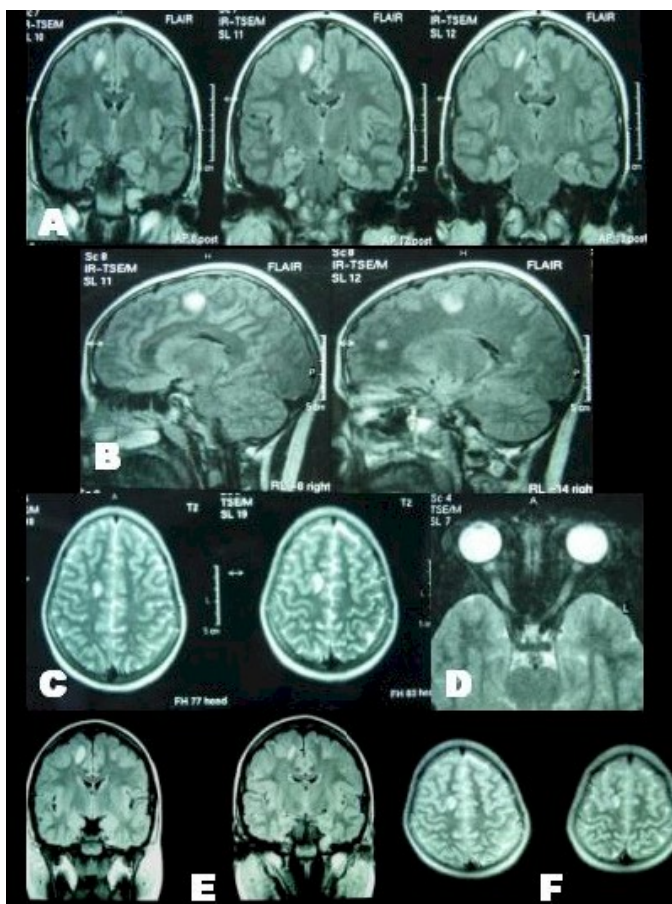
A) RM en cortes coronales potenciados en T2 que demuestra lesiones hiperintensas en sustancia blanca. B) Imágenes sagitales de RM en T2 y Flair donde se ve lesiones hiperintensas, redondeadas en lóbulo frontal. C) RM ponderado en T2 en cortes axiales con lesiones hiperintensas. D) RM potenciada en T2 (con supresión de grasa) que demuestra lesiones inflamatorias en nervios ópticos. E y F) Cortes coronales y axiales en control posterior.
